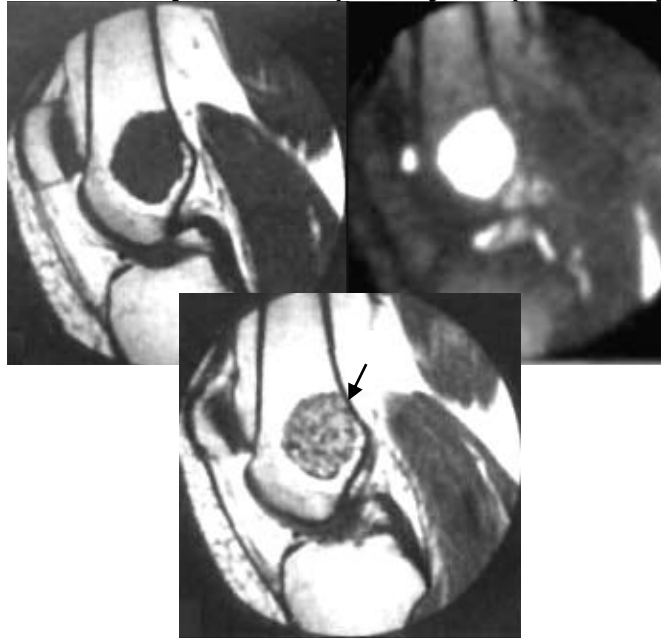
Енхондрома. МРТ пре- і постконтрастне T133, T233 колінного суглоба у сагітальній площині. У дистальному епіметафізі стегнової кістки визначається округлої форми кістковий дефект з дрібнофестончастими контурами, який заповнений рідинним вмістом. Після контрастування чітко візуалізуються множинні дрібні хрящові включення (стрілка).
